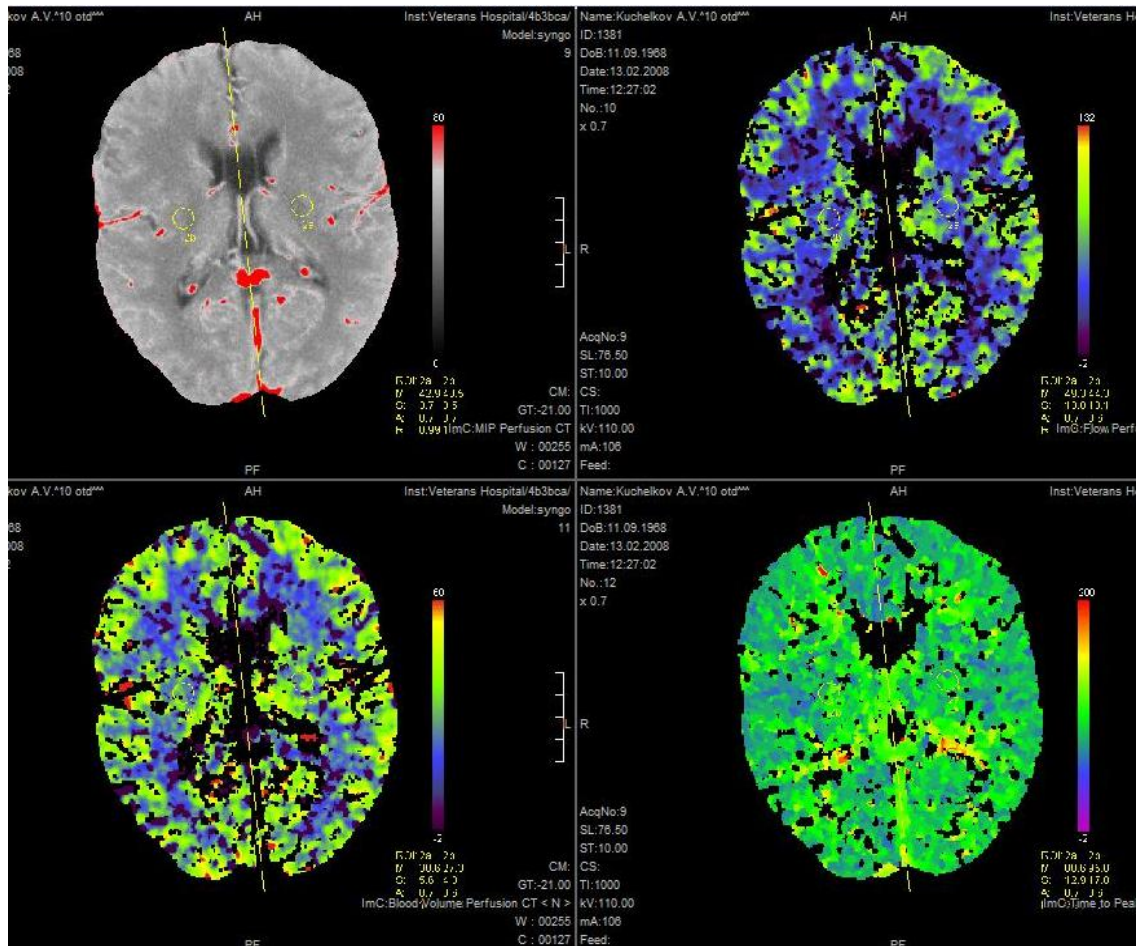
Результат КТ-перфузии больного К-ва, 40 лет, свидетельствующий о наличии хронического нарушения мозгового кровообращения, способствующего развитию церебральных атрофических процессов сосудисто-травматического генеза. Окна КТ-перфузии, на которых проводятся измерения, выводятся автоматически в правом нижнем углу каждого окна. В каждом окне - свой показатель.
